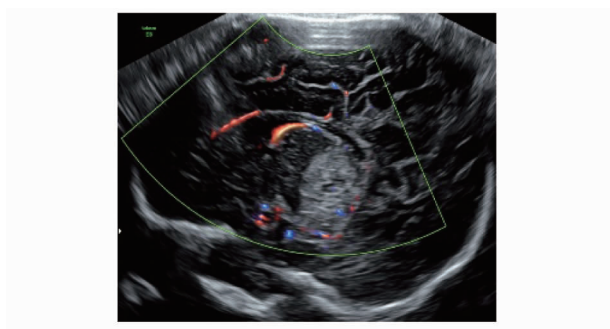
超声胎儿头颅旁矢状切面,均显示左侧丘脑区高回声团,内见细小无回声区,内部可探及彩色血流信号
